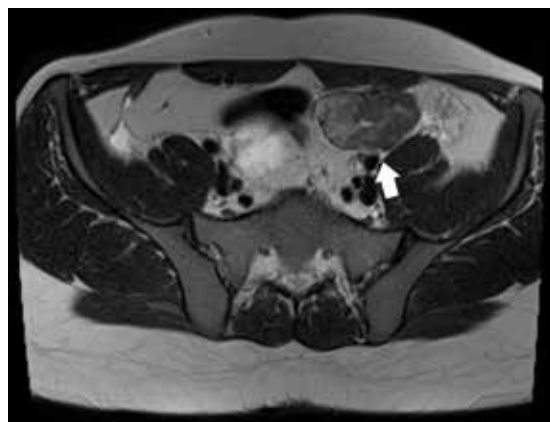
МРТ-сканы от 17.06.2023
